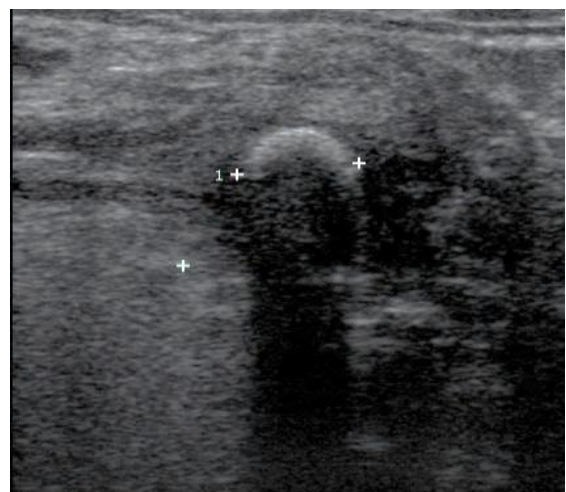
Ecografía: cálculo que produce sombra acústica
